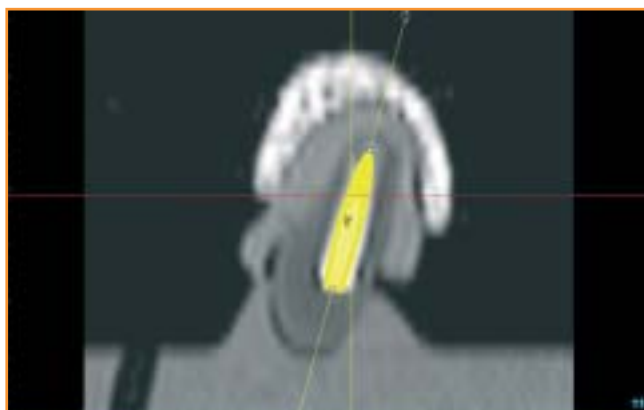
planning eseguito con il software di una cross section1 TC con impianto virtuale sovrapposto all'osteotomia iniziale.
